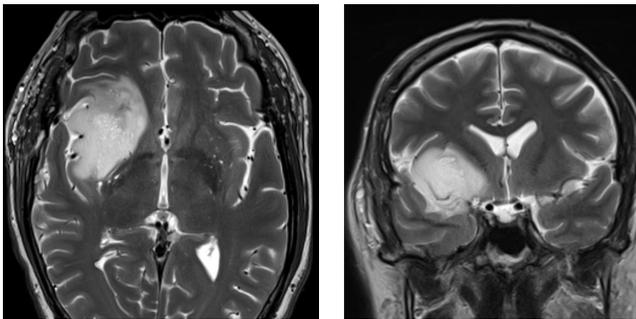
Kernspintomografie eines hirneigenen Tumors (Gliom).
